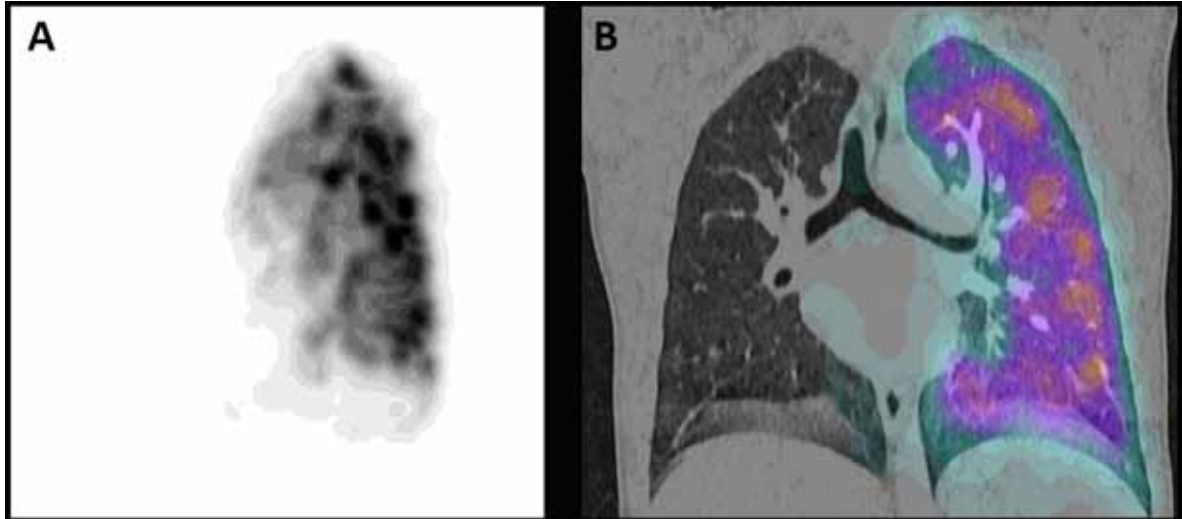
A) SPECT de perfusión pulmonar con ^{99m}Tc -MAA, B) Fusión con TC de tórax (cortes coronales): Se objetiva ausencia de perfusión en todo el parénquima pulmonar y la AUAP derecha.
